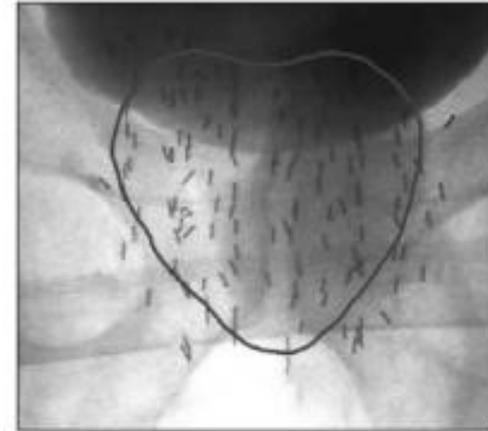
Iodine seed implantation. A series of needles, each containing several seeds with spacers, is inserted into the prostate under ultrasound and fluoroscopic control, and then withdrawn, depositing the seeds in situ throughout the gland.
